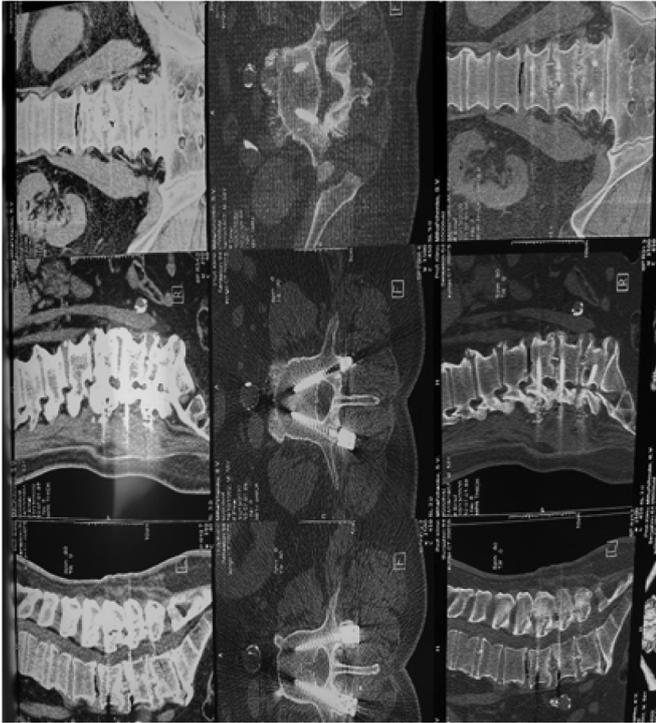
КТ пояснично-крестцового отделов позвоночника от 21.10.2020 года.
